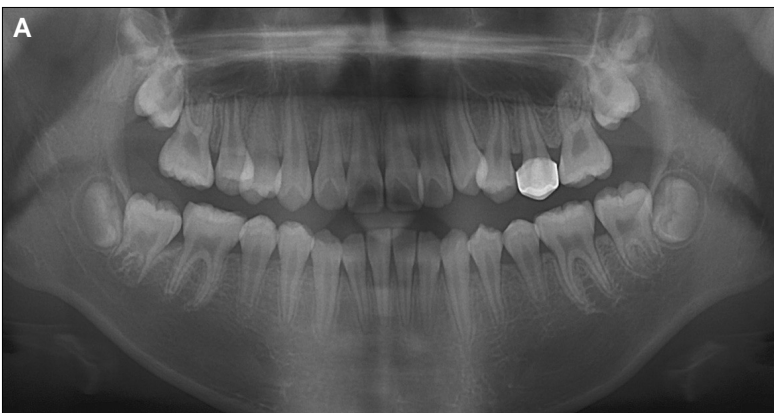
Panorama radiography (A) and Periapical radiography (B) after 5 years. It is observed the completion of root development.
